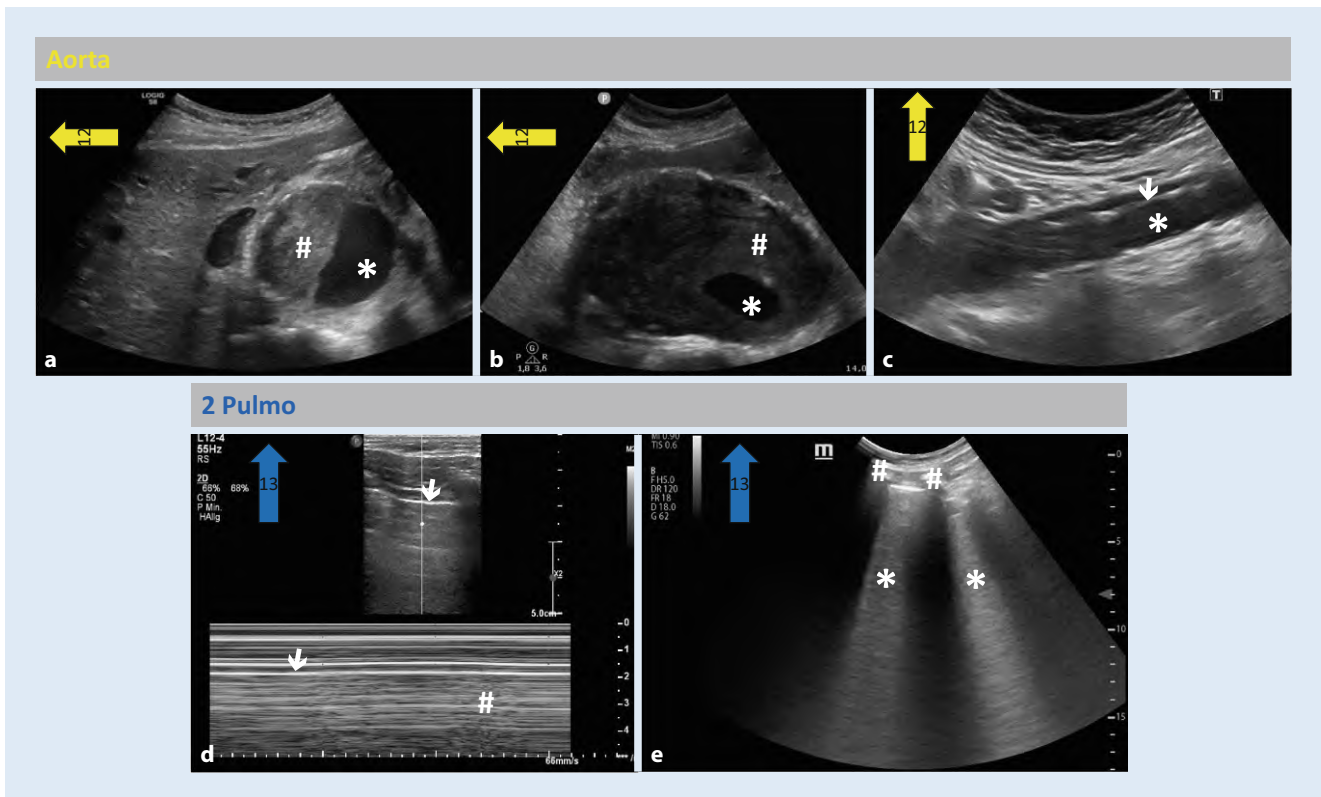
▲ a–c Anlotungen der Aorta gemäß Rapid Ultrasound for Shock and Hypotension (RUSH)-Protokoll nach Advanced Critical Illness Life Support (ACiLS): Oberbauchquerschnitt (a, b) und Längsschnitt (c): pathologische Befunde der Bauchaorta, Konvexschallkopf, *gelber Pfeil*: Ausrichtung des Schallkopfs bei „Aorta“. d, e Anlotungen Thorax links und rechts 2.–3. Interkostalraum medioklavikulär, pathologische Befunde der Lunge, *blaue Pfeile*: Ausrichtung des Schallkopfs bei „2 Pulmo“. a Thrombosierte Bauchaortenaneurysma, echtes Lumen (*Asterisk*) und thrombosierte Lumen (*Doppelkreuz*), Pat. stabil. b Akut gedeckt rupturiertes Bauchaortenaneurysma, Pat. im hämorrhagischen Schock, echtes (*Asterisk*) und falsches Lumen (*Doppelkreuz*). (Mit freundl. Genehmigung © H. Biermann, Aachen, alle Rechte vorbehalten). c Aorta (*Asterisk*) mit normalem Durchmesser und Dissektionsmembran (*weißer Pfeil*), hämodynamisch stabiler Patient mit akutem Oberbauch- und Thoraxschmerz. d Linearschallkopf, im M-Mode mit typischem Stratosphärenzeichen bei fehlendem Lungengleiten, Pleuralinie (*weißer Pfeil*), Bewegungsartefakte (*Doppelkreuz*). Hämodynamisch stabiler Pat. mit Spontanpneumothorax rechts und Dyspnoe. e Konvexschallkopf, breit konfluierende B-Linien (*Asterisken*) in einem Segment (durch quer angeschnittene Rippen flankiert; *Doppelkreuze*) als Hinweis auf ein interstitielles Syndrom. Patientin mit Lungenödem und respiratorischem Versagen. Pat. Patient
